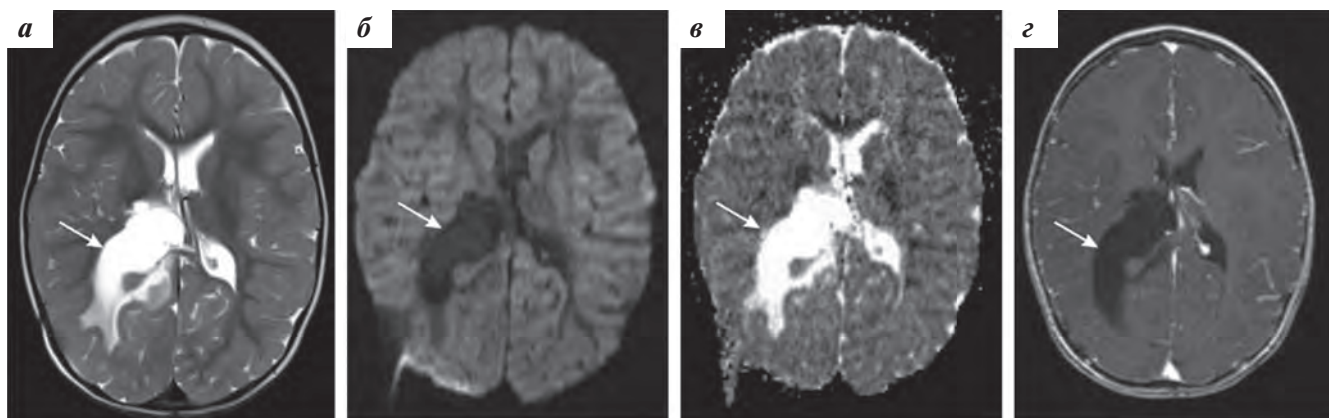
Контрольная МРТ головного мозга с контрастным усилением через 8 мес таргетной терапии. Уменьшение размеров опухоли в заднем роге правого бокового желудочка: а – T2-ВИ; б – DWI; в – ADC. На постконтрастных T1-ВИ отсутствует повышение МР-сигнала от образования (г)
